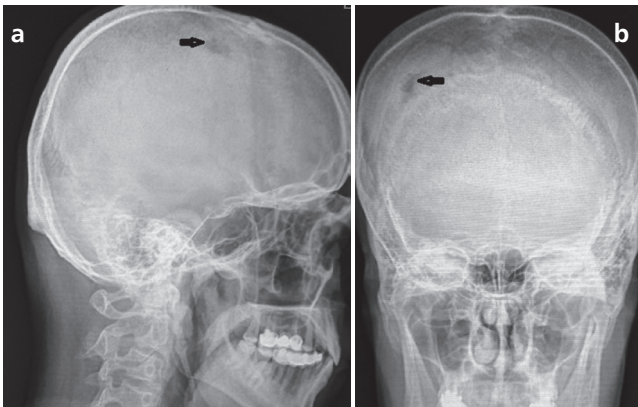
a-b) Anterior to posterior and lateral X-ray view of skull showing lytic lesion
